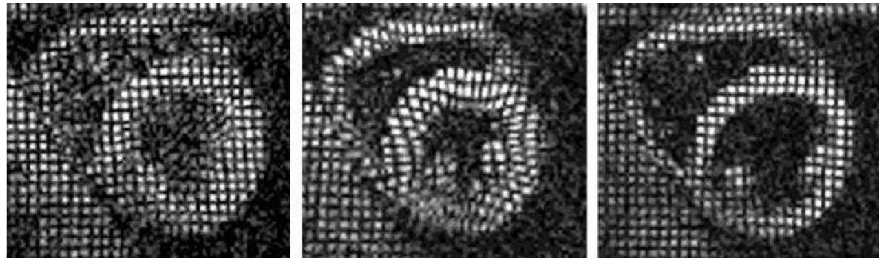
IRM marquée (début de la diastole, télésystole, télédiastole) (d'après [Castillo *et al.*, 2003])
